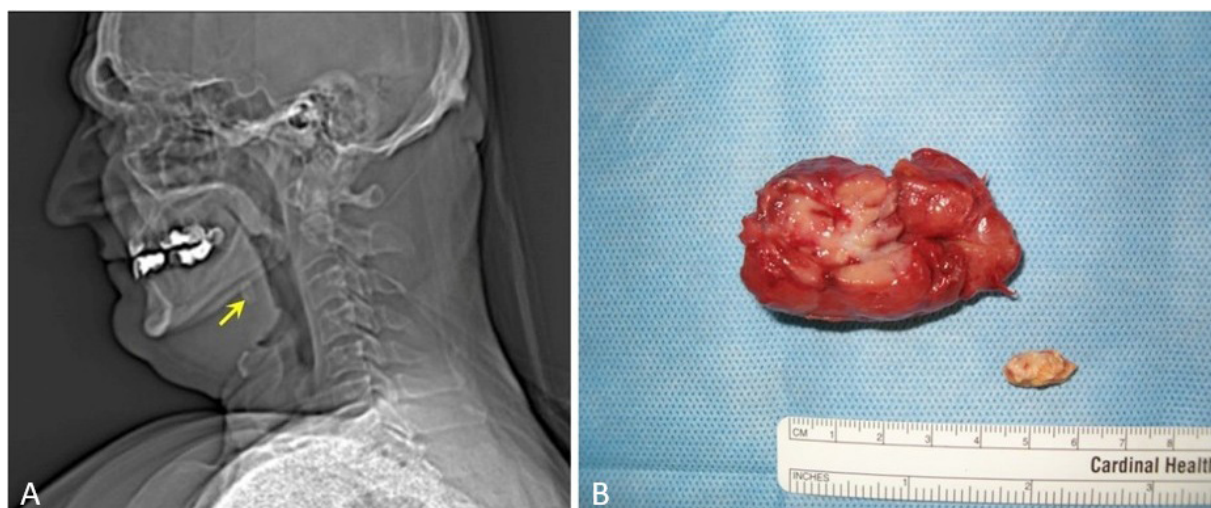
A. TC cu reconstrucție 3-D: artefacte multiple induse de protezele cavității orale. B. Piesă operatorie: sialolit și glanda submandibulară înlăturată.
